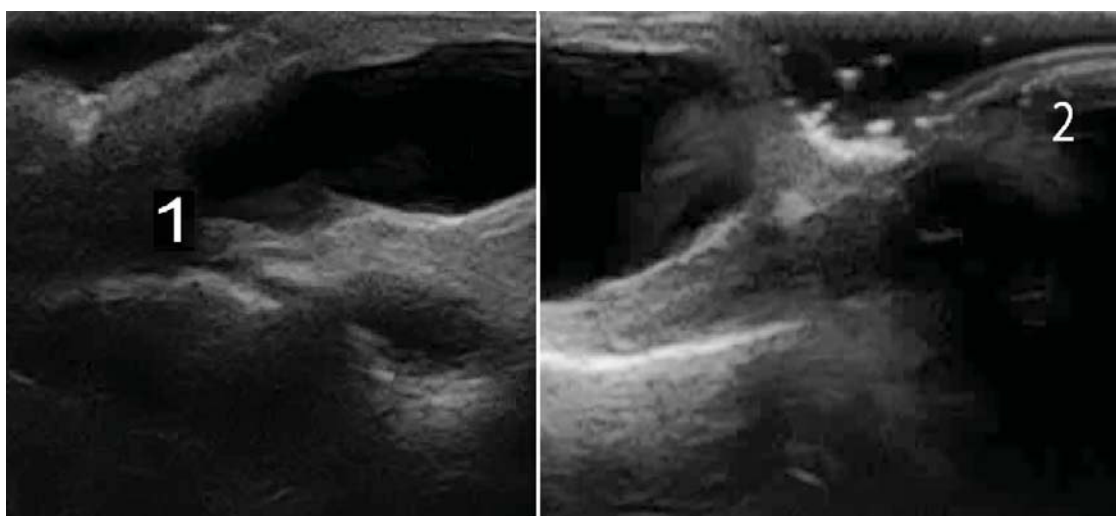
Ультразвуковая картина дефекта сухожильного влагалища ногтевой фаланги пальца кисти с пролабиранием тканей наружу к капсуле сустава. Хорошо прослеживается гипоэхогенный ход дефекта сухожильного влагалища (1). На эхотомограмме 2 видна киста ганглия, сохраненная структура ногтя и его матрица.
